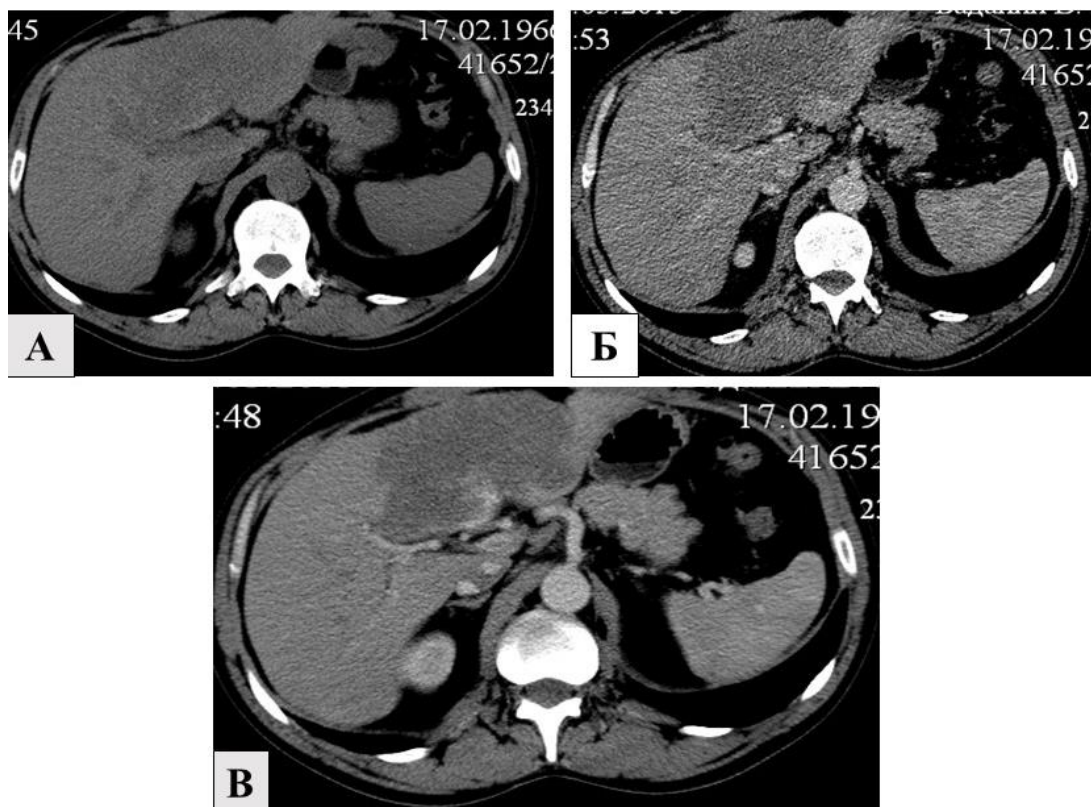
МСК-томограммы: альвеококкоз левой доли печени с переходом на 5 сегмент. А, Б, В – аксиальная проекция венозная фаза.
